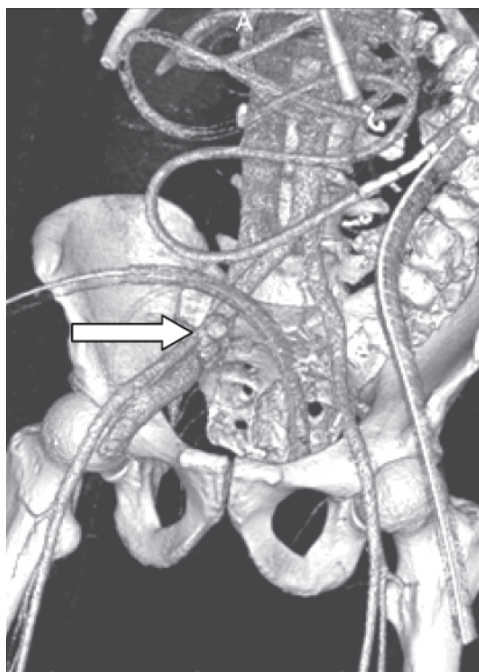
Раненый Ф. Исходная КТ-ангиограмма. Имеется дефект правой подвздошной артерии со сбросом крови в правую подвздошную вену (стрелка)
